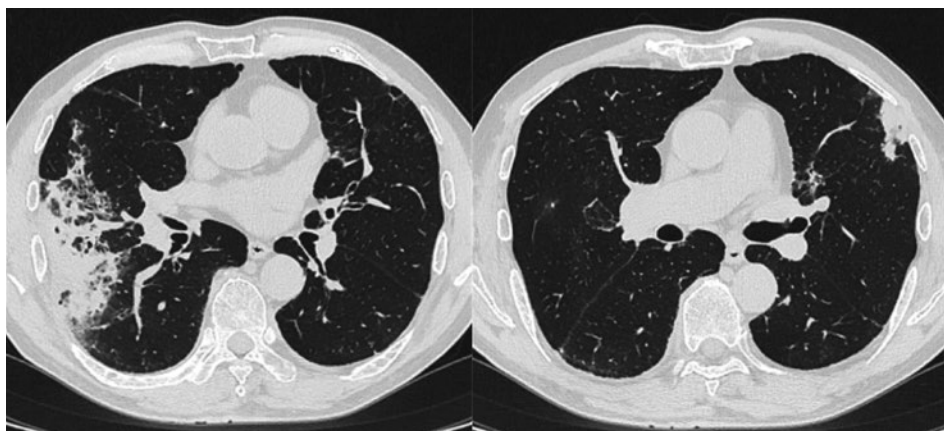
初診時胸部CT。右肺の大小の葉間裂が接するあたりを中心に中葉、下葉にわたって葉間胸膜を越えるように浸潤陰影が広がり、左肺では上葉胸膜直下に限局性の浸潤陰影を認めた。
